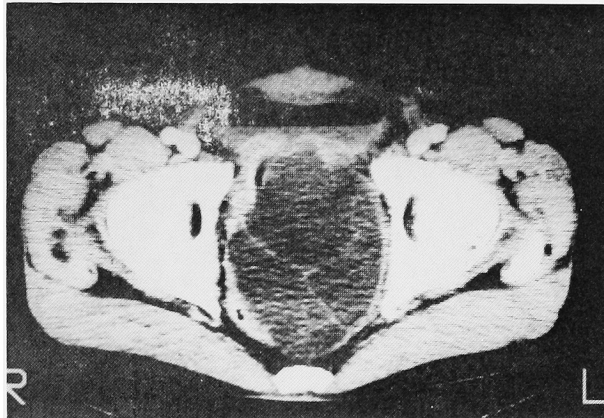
CT showing giant multilobular cysts in the pelvis
